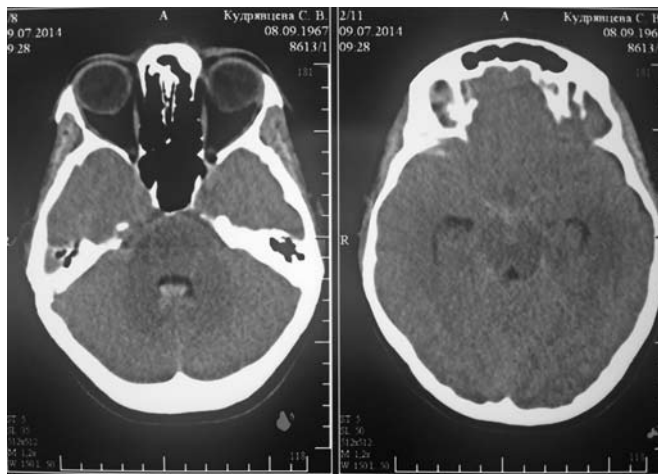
КТ головного мозга. Выявляется парциальная гемотампонада IV желудочка, субарахноидальное кровоизлияние в охватывающей цистерне.
